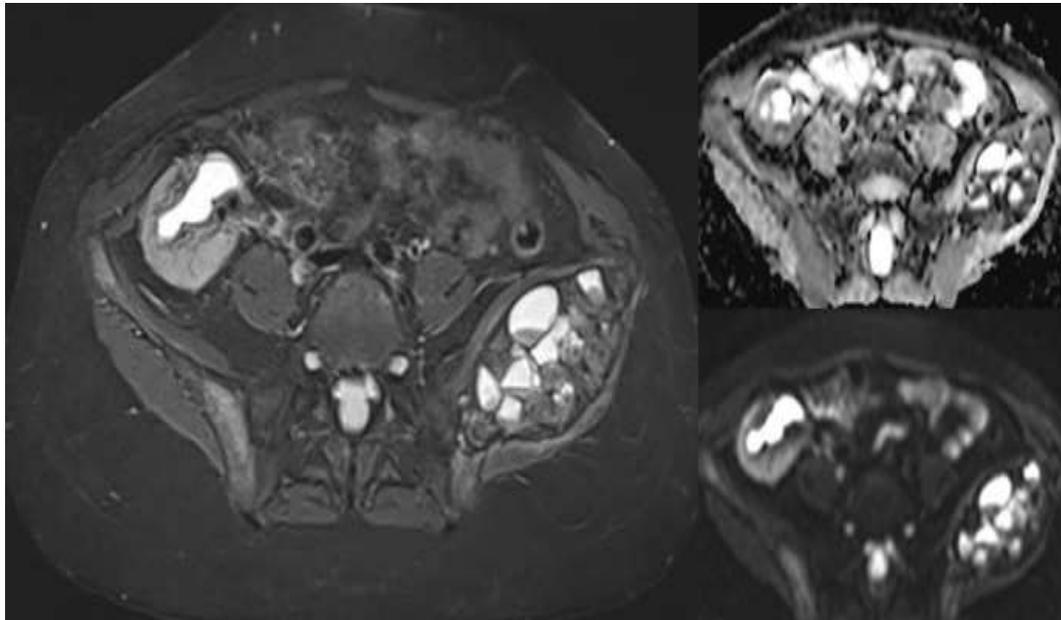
Se muestran cortes axiales en secuencia STIR, DWI y MAPA ADC. Muestra en proyección del hueso ilíaco izquierdo extensa imagen heterogénea, con áreas quísticas que presentan nivel líquido-líquido. Las cuales en secuencias DWI y mapa de ADC no evidencian zonas con restricción.
